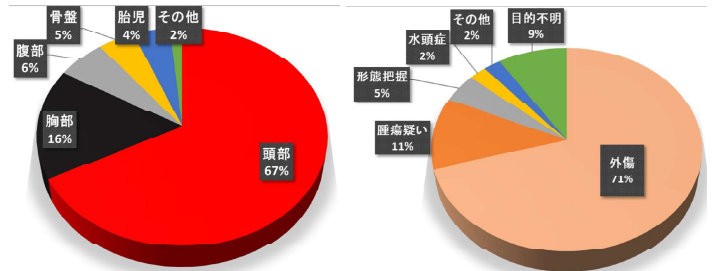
「相談者の子供」対象内容CT部位集計結果
